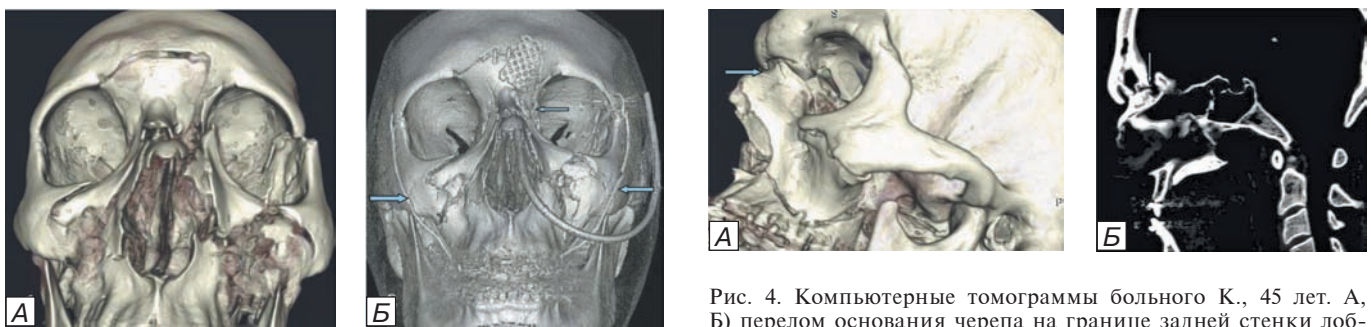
Компьютерные томограммы больного А., 37 лет. А) перелом назо-этноидального комплекса, передней и нижней стенок лобной пазухи с нарушением функции лобно-носовых протоков, перелом верхней челюсти по всем уровням; Б) результаты оперативного лечения в минимальном объеме в связи с тяжестью состояния: репозиция верхней челюсти, назо-этноидального комплекса, остеосинтез верхней челюсти по Адамсу и наложение лобно-носового соустья.
